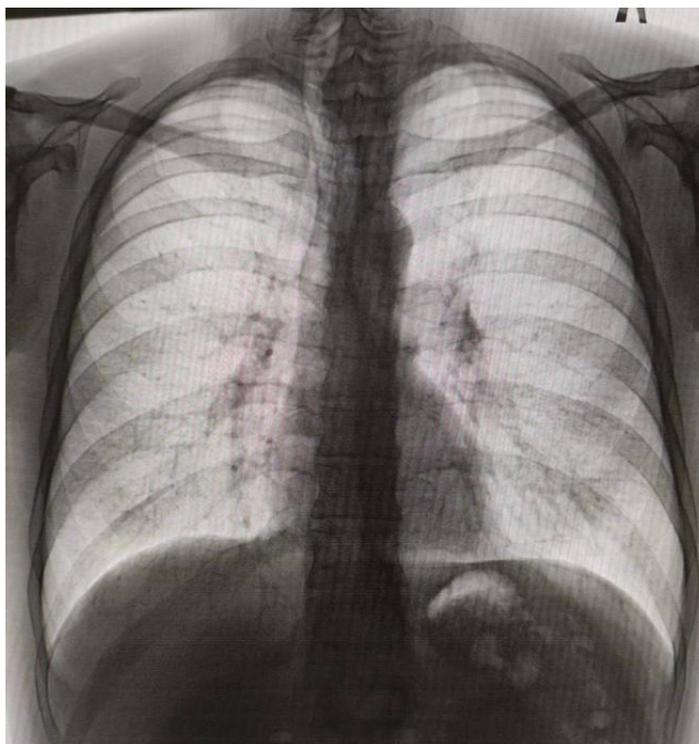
Рентгенограмма органов грудной клетки. Составлено авторами по результатам рентгенологического исследования пациента
